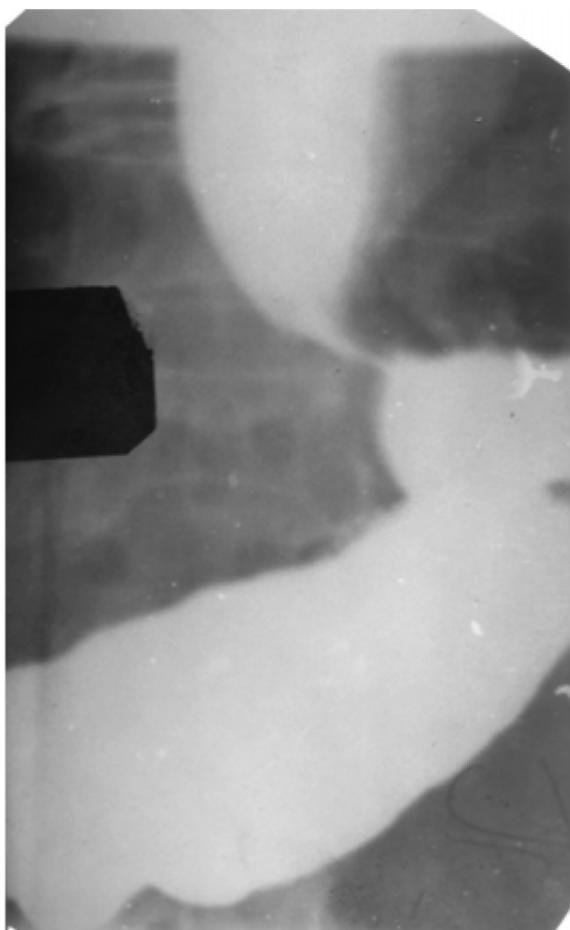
Обзорная рентгенограмма нижней трети пищевода и желудка (пряма проекція — вертикально)
